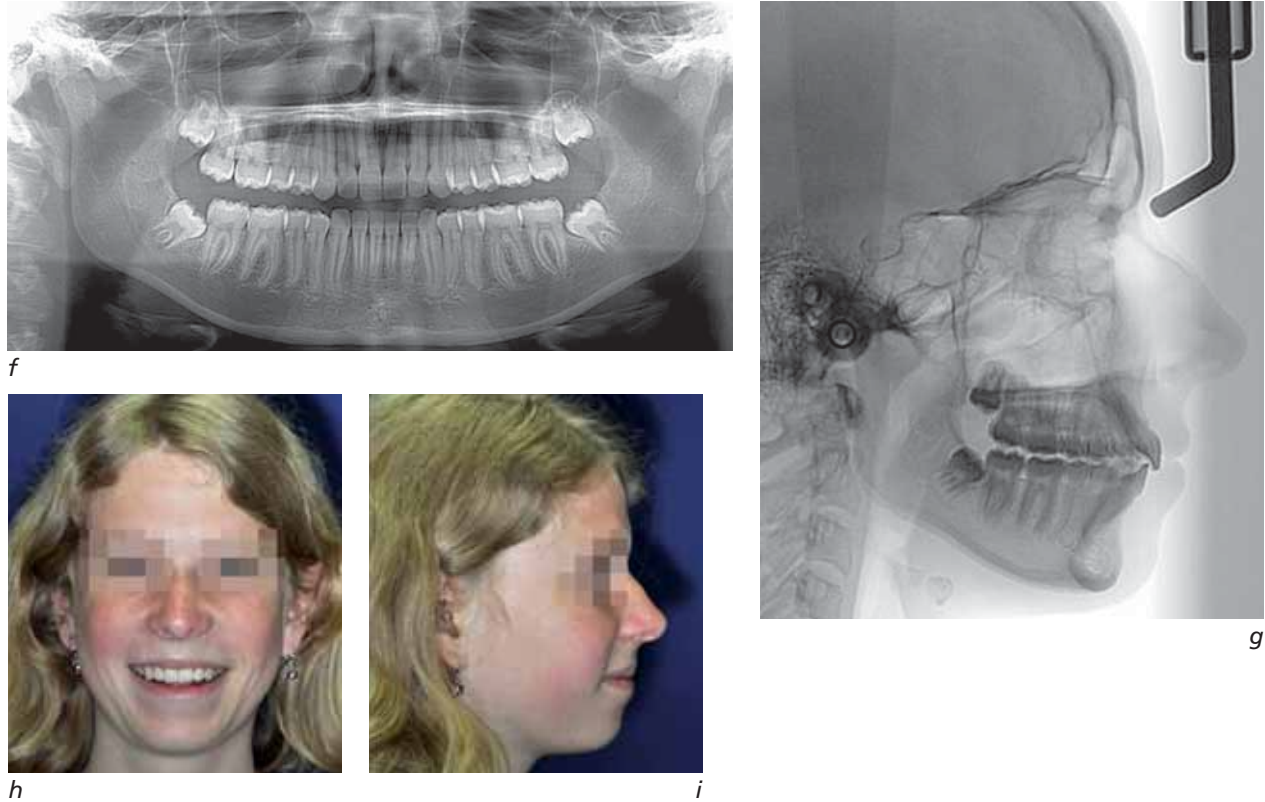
Vues intrabuccales (a à e), radiographie panoramique (f), radiographie de profil (g), visage (h et i).
